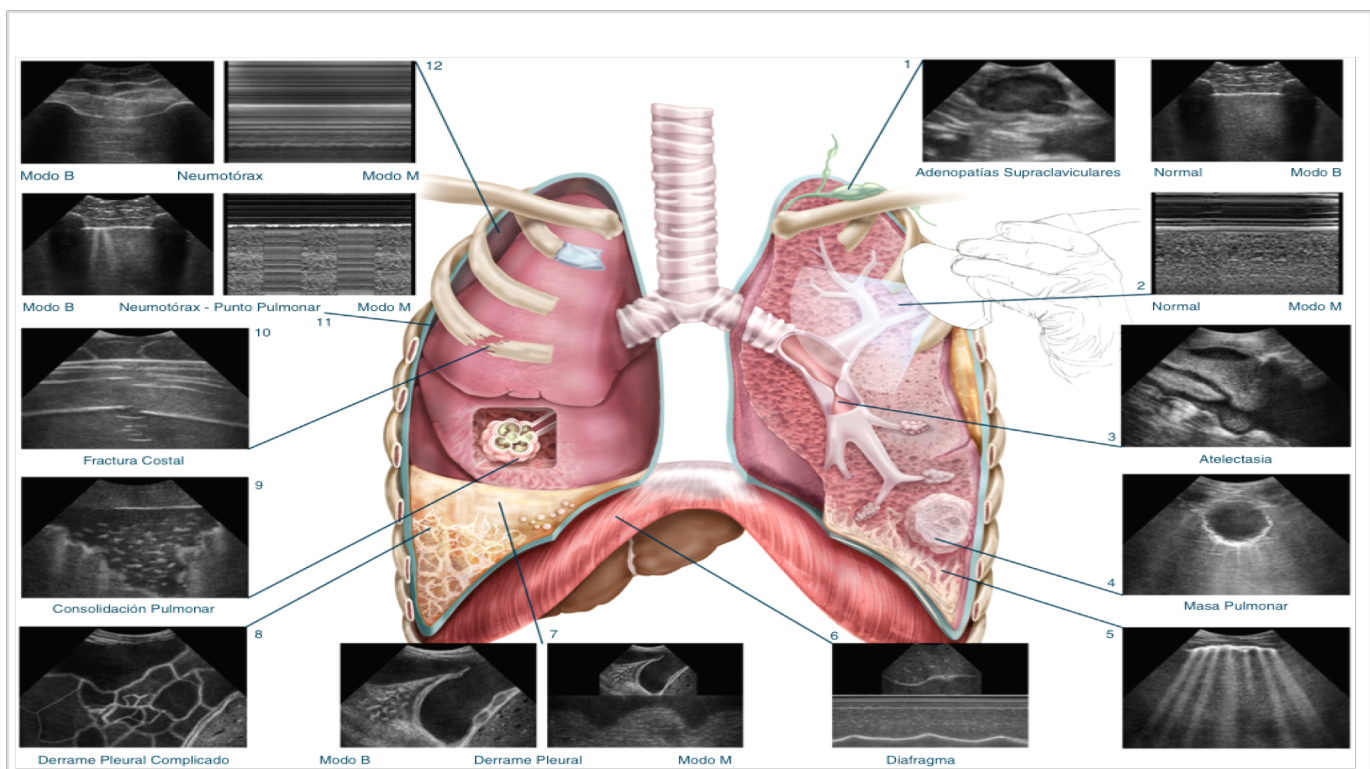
Aplicación clínica del ultrasonido pleuropulmonar
